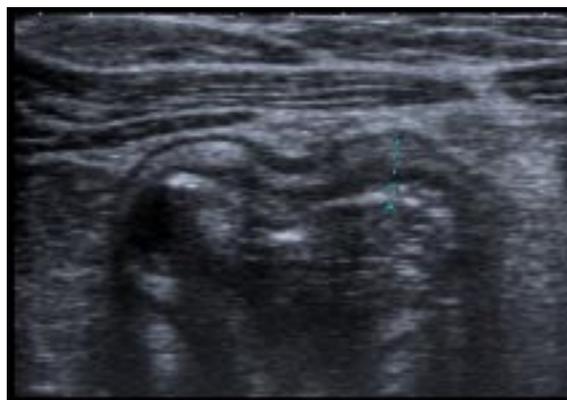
Ecografía abdominal (paciente 2), en la que se observa un engrosamiento edematoso de la pared intestinal a nivel del ciego de 5,3 mm.
